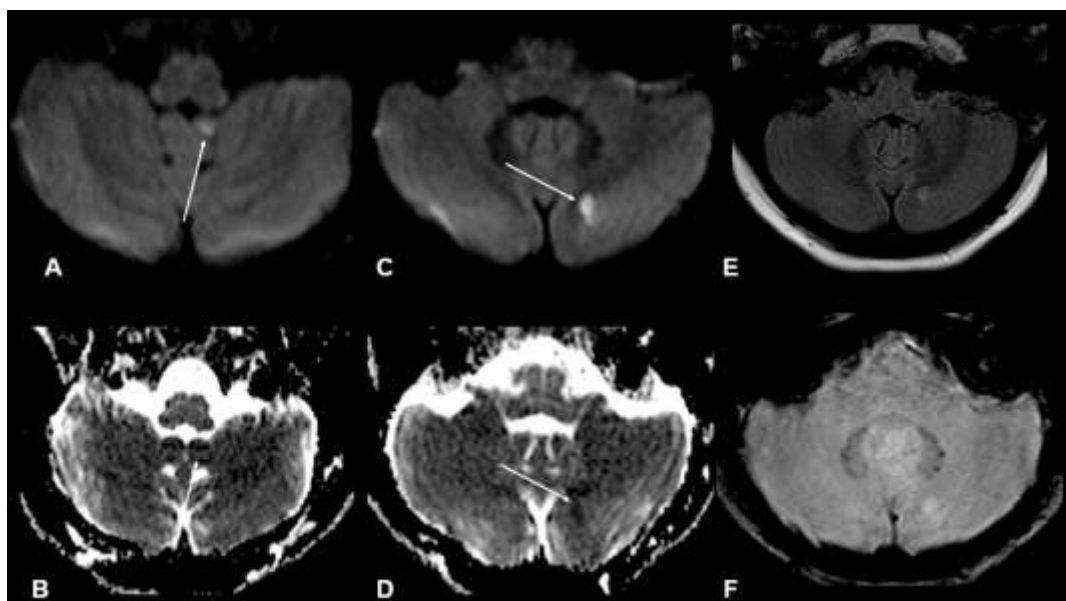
Setas em imagens A e C - evidenciam restrição à difusão das moléculas de água. Setas em imagens B e D - demonstram correspondência no mapa ADC. Imagem E - Edema citotóxico menos evidente em sequência FLAIR. Imagem F - Sequência SWI sem identificação de transformação hemorrágica.
